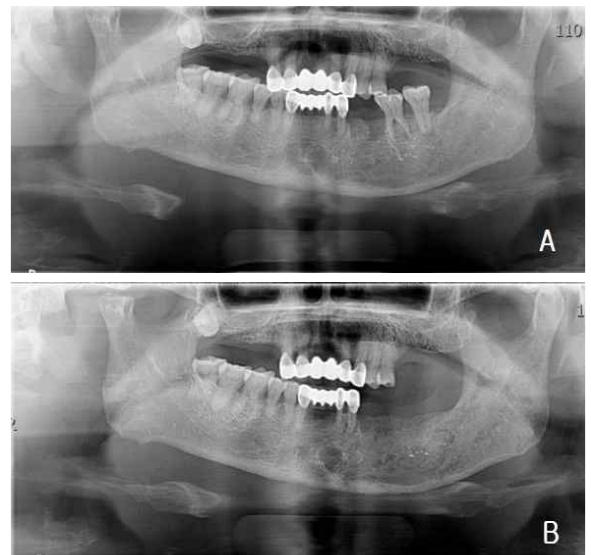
A: preoperative panorama radiograph of mandible, B: postoperative panorama radiograph of mandible.
